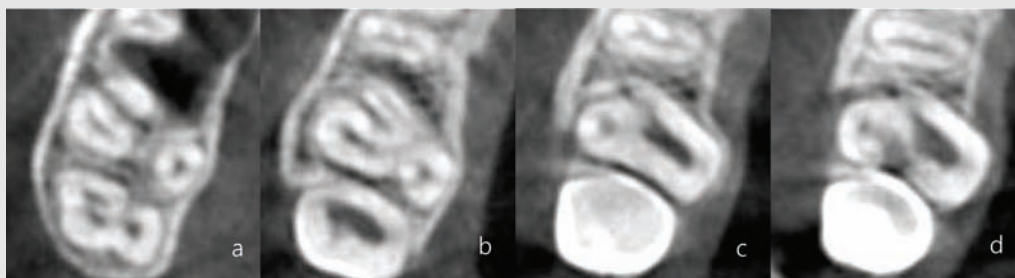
(a) #16의 전산화 단층 촬영 영상(Axial view), 원심 협측 근관이 협설로 긴 것을 제외하면 정상 상악 제 1 대구치와 비슷한 양상이다; (b) 치경부 직하방의 치근 단면; (c) 치경부 직상방의 치근 단면 영상으로 치수강이 협측, 구개측으로 분열된다; (d) 치관 중앙 1/2정도 높이의 단면 영상으로 분열 부위의 원심측에 치아 우식이 관찰된다.
